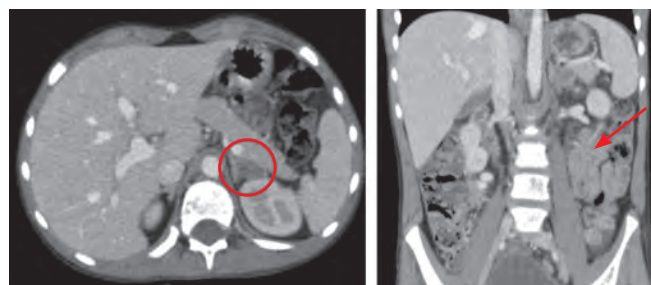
КТ органов брюшной полости с контрастным усилением. На момент исследования пациент получил 6 курсов ПХТ в рамках протокола NB-2004. Достигнут частичный регресс опухоли левого надпочечника
